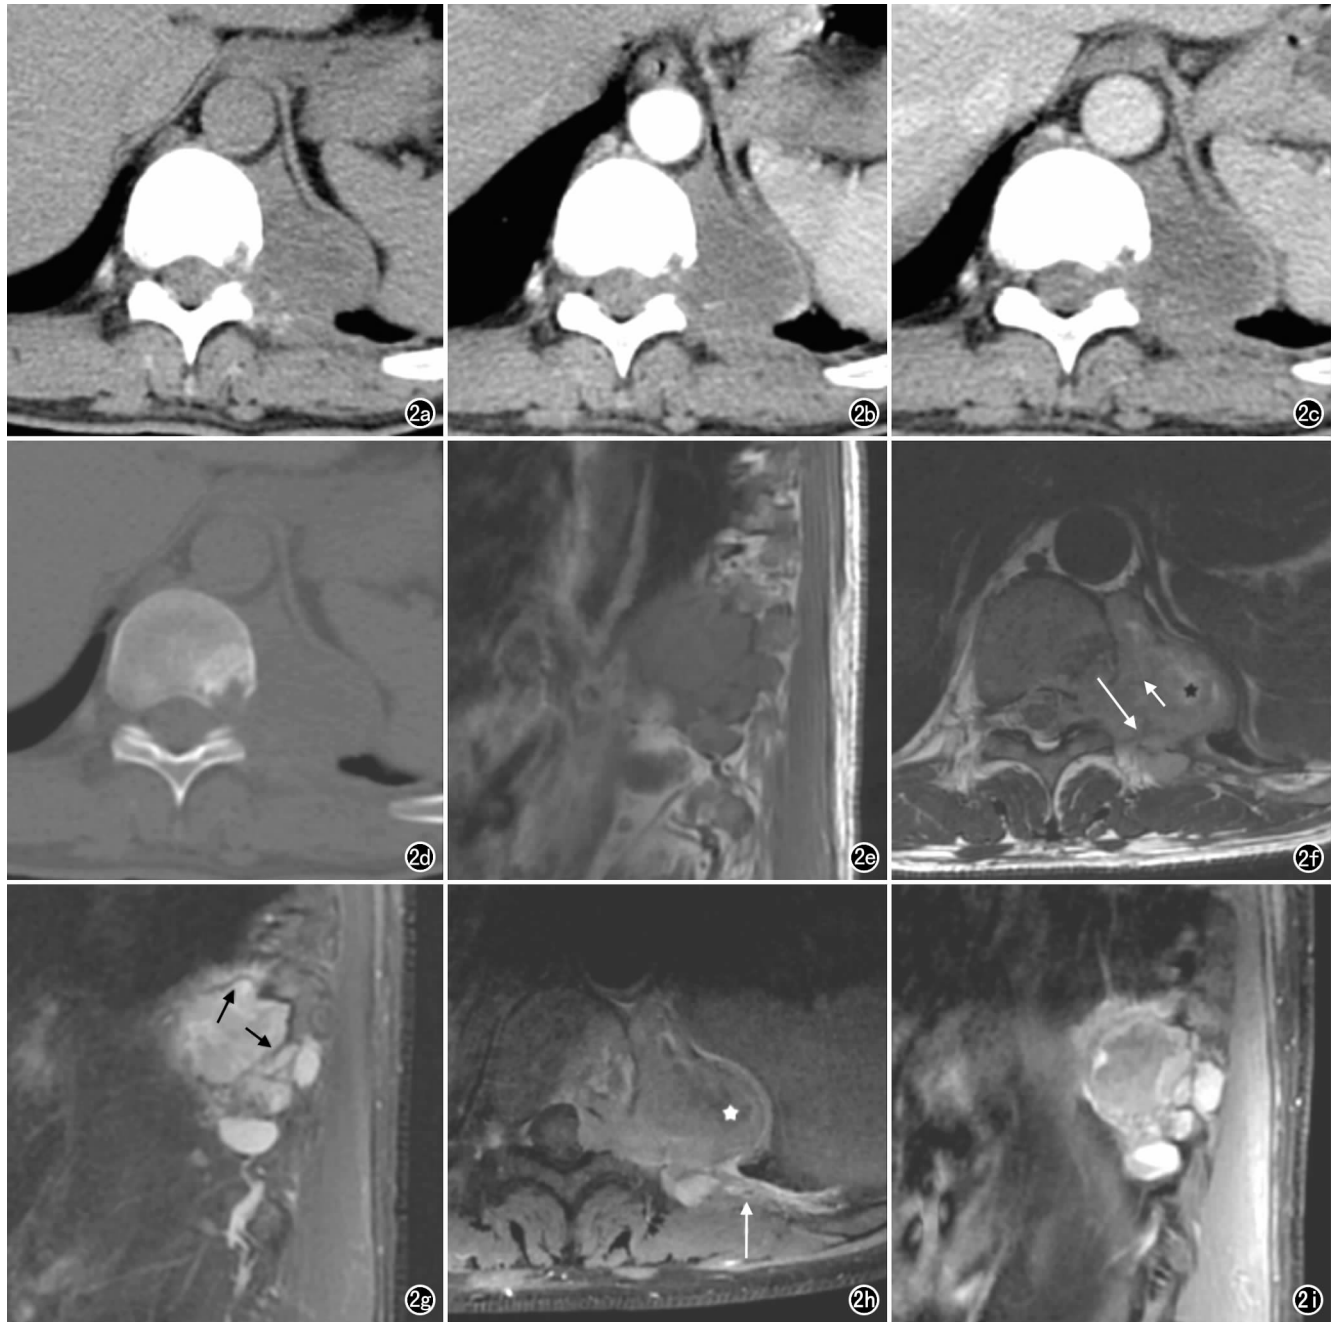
脊柱滑膜肉瘤患者,男,46岁,背痛半年。a)轴面CT平扫软组织窗示Th₁₀—Th₁₁左侧椎旁分叶状软组织肿块,呈等及略低密度(与邻近肌肉相比),部分边界模糊,与邻近椎体及左侧附件分界不清;b)轴面CT增强扫描动脉期示病变边缘强化;c)轴面CT增强扫描静脉期示病变边缘明显强化,中心未见明显强化;d)轴面CT骨窗示Th₁₀椎体左后缘及左侧附件呈浸润性骨质破坏;e)矢状面T₁WI平扫示肿块呈等信号(与邻近肌肉相比);f)轴面T₂WI示肿块信号不均匀,可见高信号(星号)、中等信号(短箭)、低信号(长箭)混杂的“三重信号征”;g)矢状面FS-T₂WI示肿块呈以高及略高信号为主的混杂信号,内见多发线状低信号分隔(箭);h)轴面T₁WI增强扫描示肿块呈不均匀强化,病灶中心呈轻-中度强化,边缘明显强化,其内可见无强化坏死区(星号),肿物向邻近椎旁肌肉浸润(箭);i)矢状面T₁WI增强扫描示肿块边缘呈不均匀明显强化,中心呈不均匀轻-中度强化。
